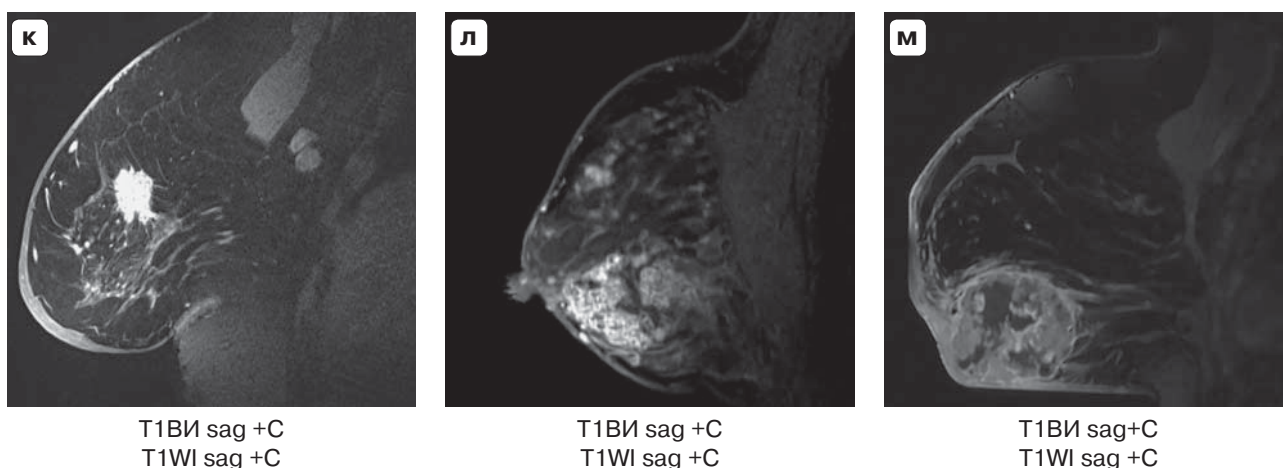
(окончание). МРТ. Изменения, выявляемые в ткани молочных желез при воспалительных изменениях.
